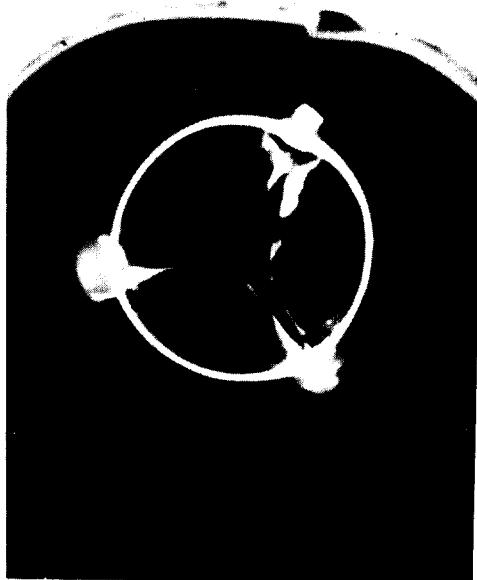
X-ray film to demonstrate valve calcification in Case 5.
